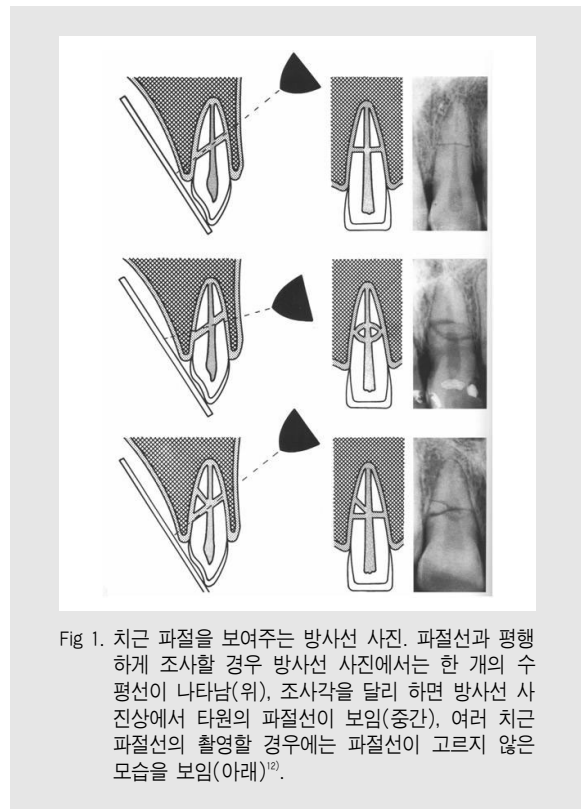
치근 파절을 보여주는 방사선 사진. 파절선과 평행하게 조사할 경우 방사선 사진에서는 한 개의 수평선이 나타남(위), 조사각을 달리 하면 방사선 사진상에서 타원의 파절선이 보임(중간), 여러 치근 파절선의 촬영할 경우에는 파절선이 고르지 않은 모습을 보임(아래)<sup>7)</sup>.
